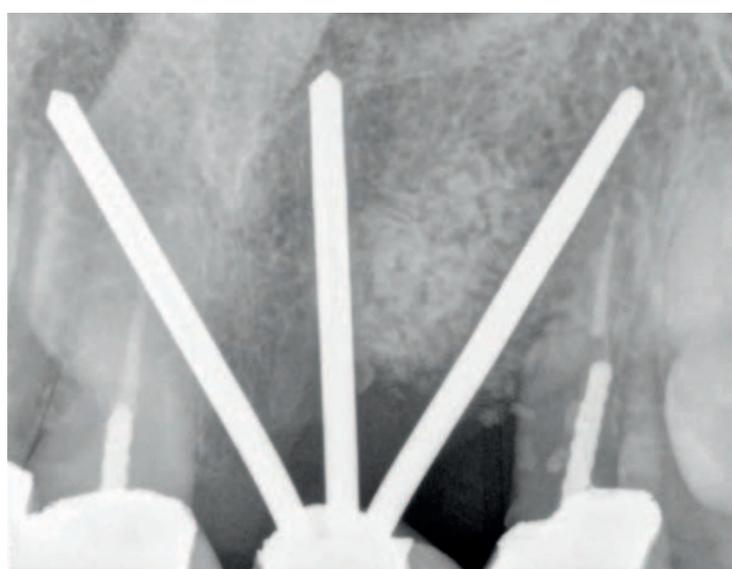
Controllo radiografico a 17 mesi.
